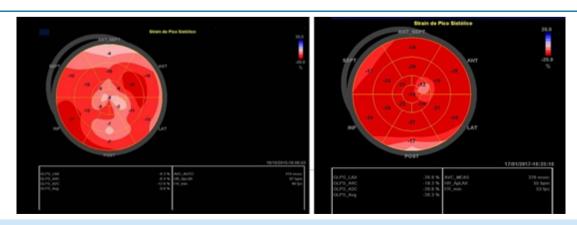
Ecocardiograma pelo método Strain: Primeira imagem mostra disfunção sistólica de VE demonstrado pelo valor de -9,8 obtido pelo Strain global do VE. Segunda imagem realizada após o tratamento mostra recuperação da função sistólica do VE demonstrado pelo valor do Strain de -20,8.
